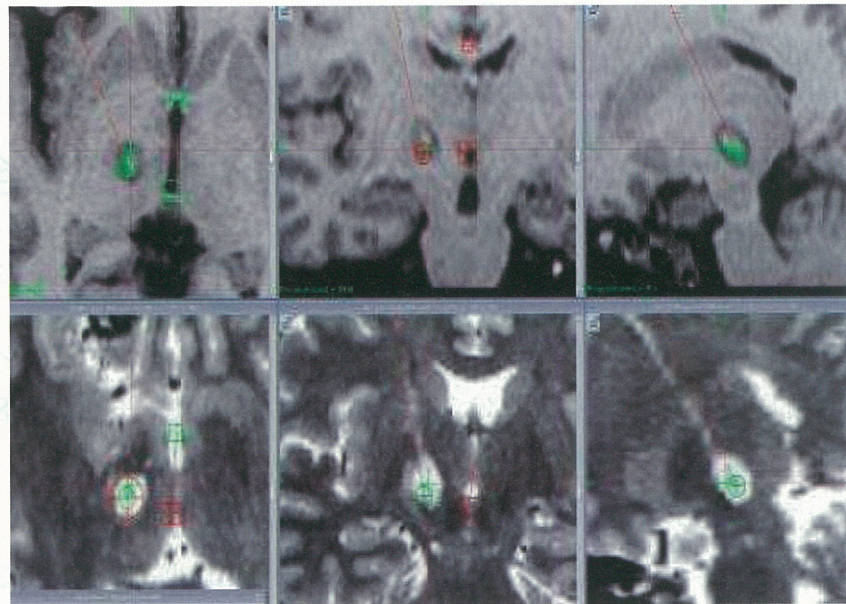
症例2 術後MRI 術前設定したターゲット(緑丸)に作成された凝固巣。
